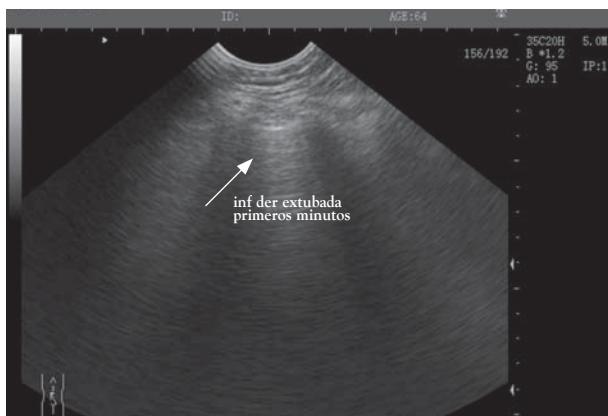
Ultrasonido de pulmón posterior a la extubación con predominio de líneas A (flecha) que denota ausencia de edema pulmonar hidrostático secundario al retiro de la presión positiva (caso 21).
